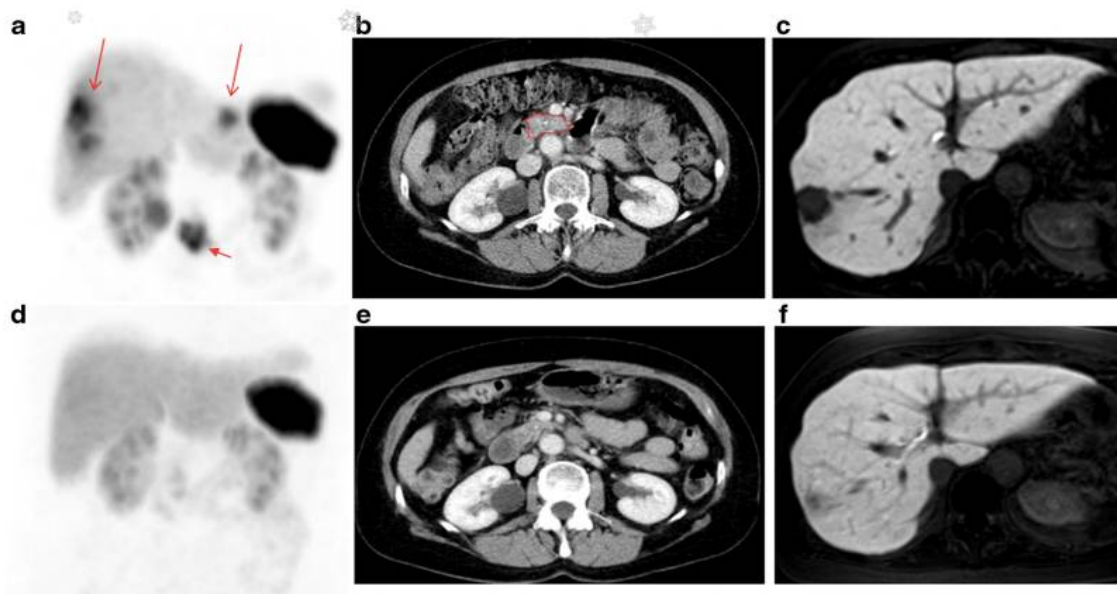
Patient n°5 de l'étude: avant le traitement (a-c) et après trois cycles de ^{213}Bi -DOTATOC (d-f) à une dose de 4 GBq. a Image de PET-CT au ^{68}Ga -DOTATOC montrant des métastases hépatiques résiduelles résistantes aux émetteurs β (flèches longues) et la tumeur primaire pancréatique (flèche courte). b Image de Scanner C+ avec la tumeur primaire délimitée en rouge. c Image d'IRM hépatique qui montre des métastases en noir entouré d'un parenchyme sains. (d-f) Après trois cycles de ^{213}Bi -DOTATOC à une dose de 4 GBq, les lésions ont diminué sur l'image PET (d) et l'image CT (e), Également sur l'image d'IRM (f), la lésion résiduelle a presque disparu, comme le montre la prise contraste homogène du parenchyme hépatiques (101).
